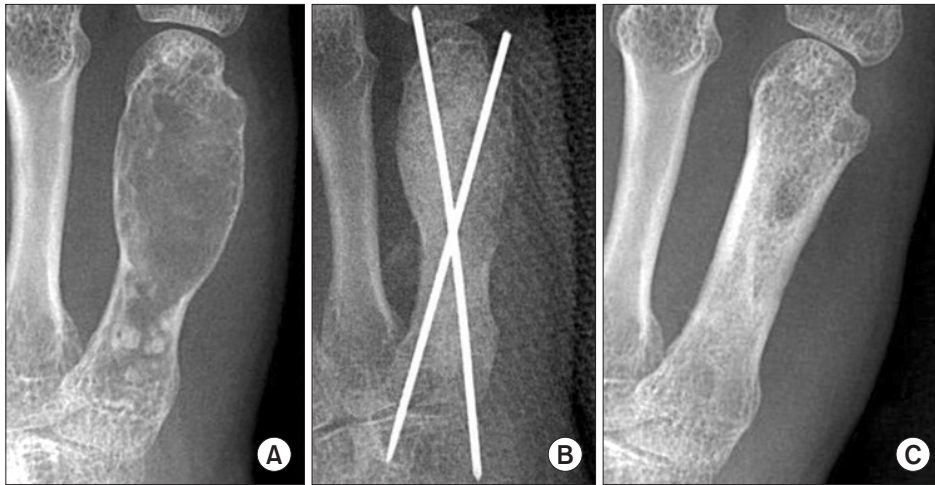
(A) Preoperative radiograph in a 37-year-old female shows a ballooning lytic lesion with intralesional calcification involving almost the entire 5th metacarpal bone. (B) Immediate postoperative radiograph demonstrates a lesion filled with allograft bone and fixed with K-wires. (C) A radiograph at 36 months after surgery shows a tiny defect less than 3 mm with normal cortex (group 1).
